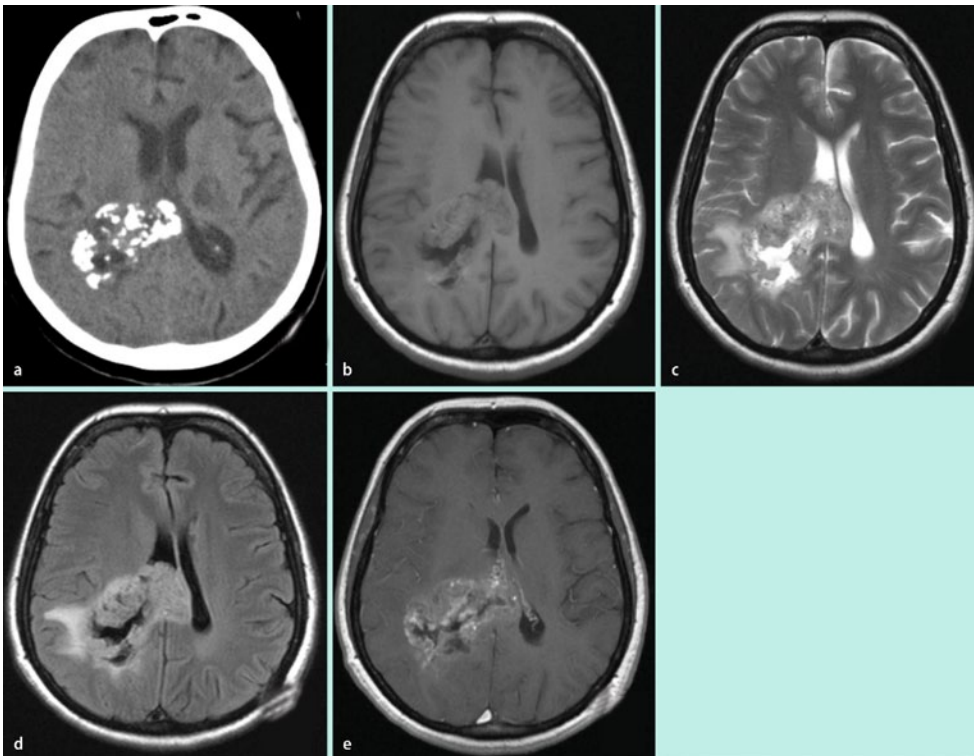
▲ Oligodendrogliom: In der CT kommen die charakteristischen Verkalkungen gut zur Darstellung (a). In der MRT ist die Raumforderung isointens zum Hirnparenchym (b), in den T2-Sequenzen inhomogen iso- bis hyperintens (c,d). Ein perifokales Ödem sowie nach KM-Gabe eine unregelmäßige Aufnahme sind nachweisbar (e)
